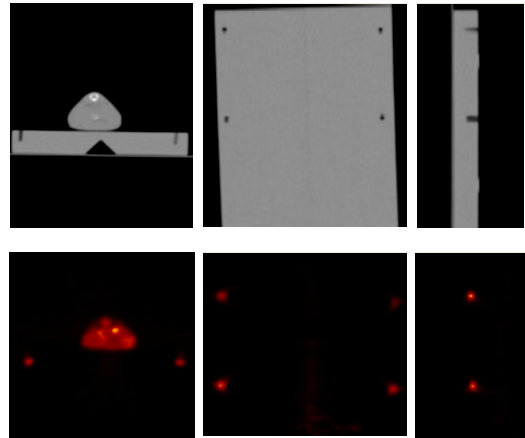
하드웨어 정합을 위한 기준마크 영상, 첫 번째 행은 CT 영상이고 두 번째 행은 소동물 PET 영상이다.
